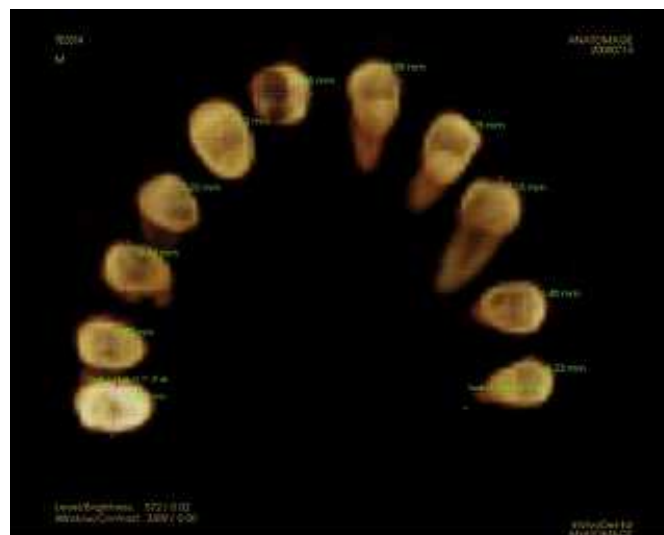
Vista de secção dentária, *in vivo*, com medições dos dentes, obtida a partir de tomografia computadorizada de feixe cônico. Adaptado de Nguyen *et al.* 2011
